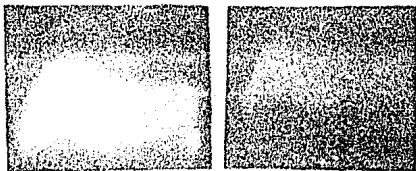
Ultrasonografía. Estudio normal.
